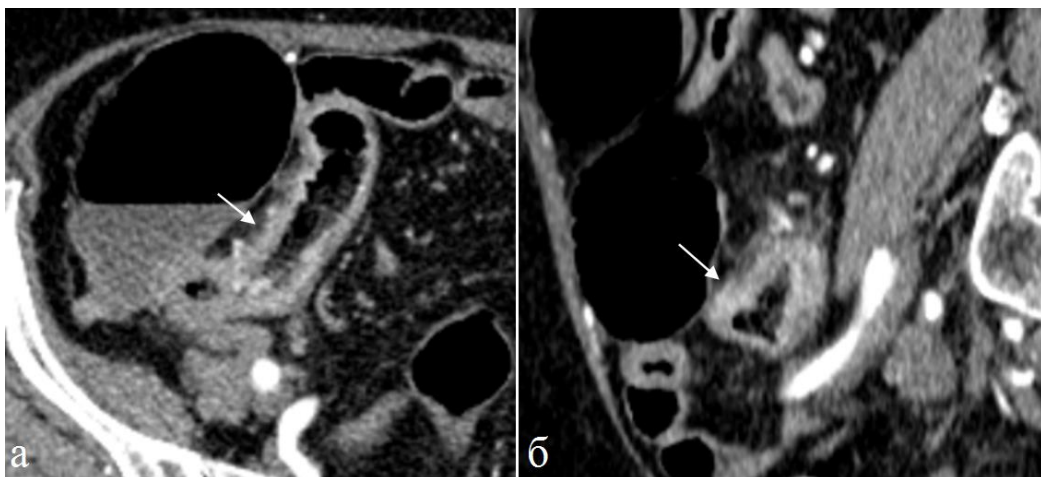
Больная 78 лет. Неходжкинская лимфома подвздошной кишки, эндофитный тип роста. Артериальная фаза контрастного усиления. а) Фрагмент аксиальной томограммы, б) фрагмент сагиттальной реконструкции томограммы. Циркулярная опухоль с неравномерным трансмуральным повышенным КУ (стрелка).
